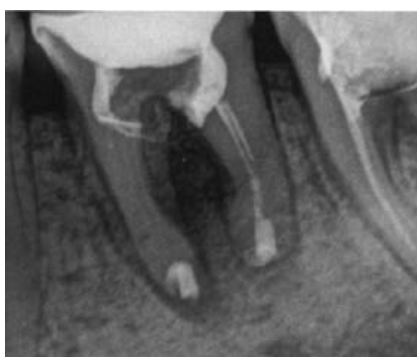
Прицельная внутриротовая рентгенограмма зуба 3.6. 30-е сутки после реплантации.
